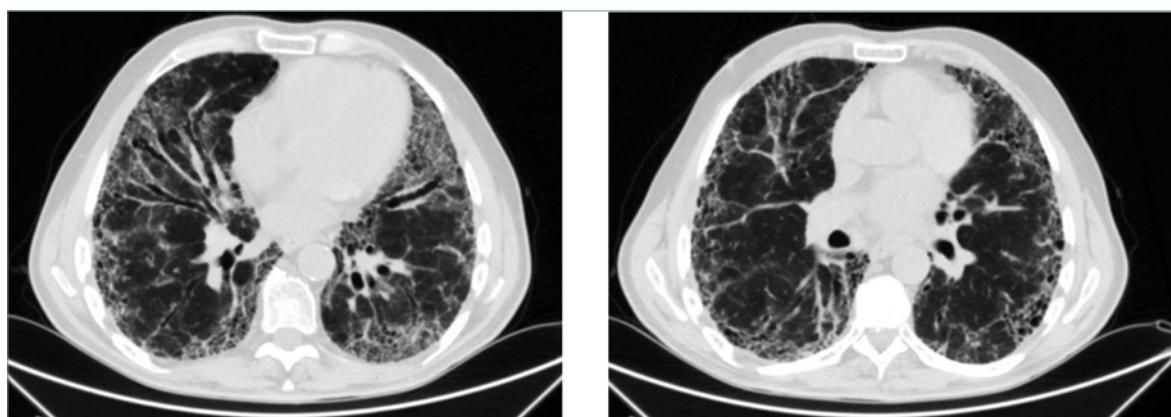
TC toràcica que mostra patró de pneumònia intersticial usual (NIU)
